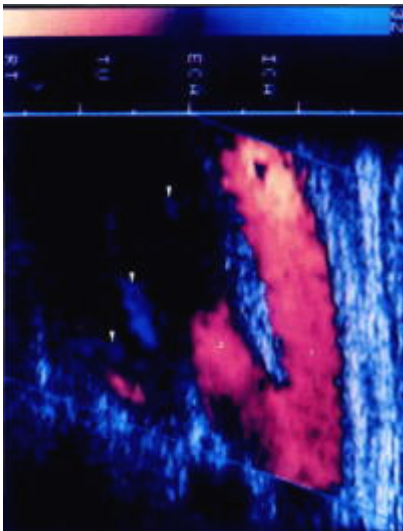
USG doppler que muestra paraganglioma vagal largo (sección longitudinal) con desplazamiento anterior de ambas arterias carótidas, interna y externa; nótese la mayor señal de flujo intratumoral (color azul) opuesto a la dirección de flujo de las arterias carótidas (color rojo). (8)
